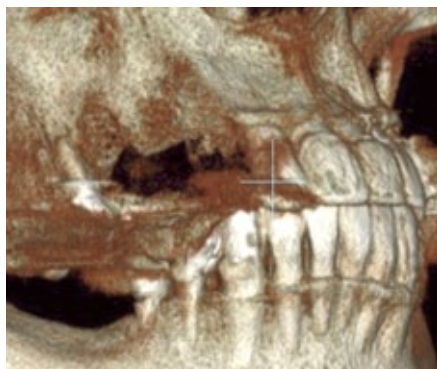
術前（左）、術後（右）の CT 像の比較
